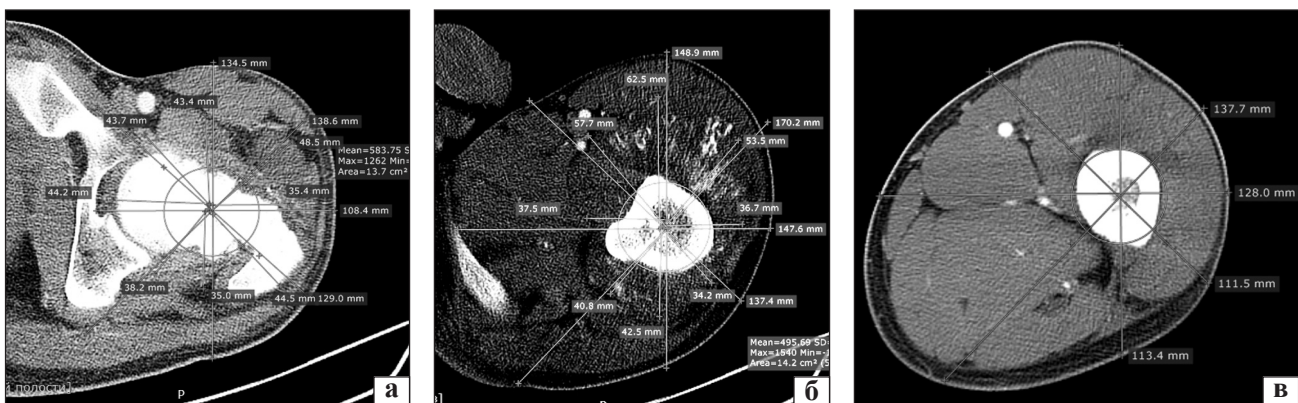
СКТ-скани пацієнта А., 22 роки, розподілені за зонами дослідження: а) циркулярне поширення пухлини II ступеня в зоні 1; б) передньобокове II ступеня в зоні 2; в) відсутність розповсюдження пухлини в зоні 3
